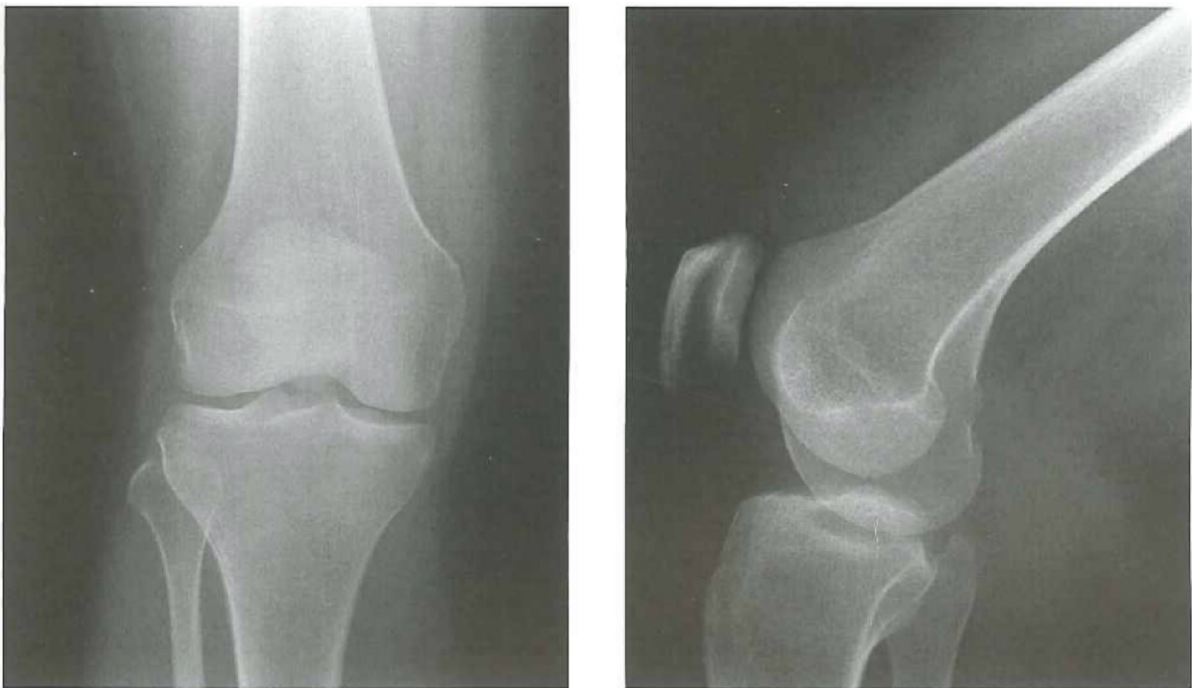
Visione frontale e laterale del ginocchio da immagini radiografiche
